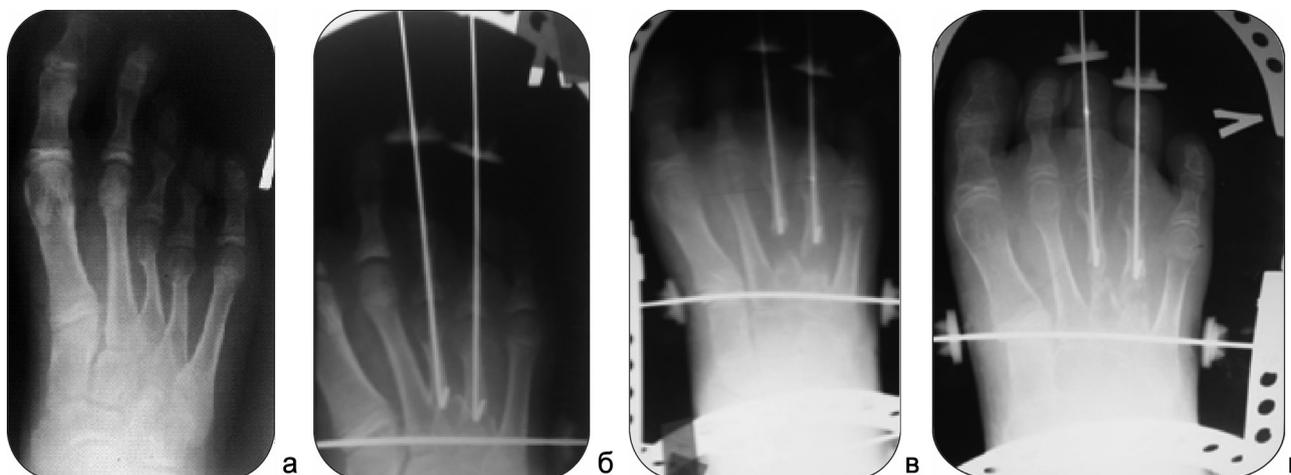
Рентгенограммы переднего отдела стопы: до операции (а) – укорочение на 15 мм III и 18 мм IV плюсневой кости; через 1 сутки после операции (б); после окончания дистракционного периода (в); после консолидации регенерата (г)
